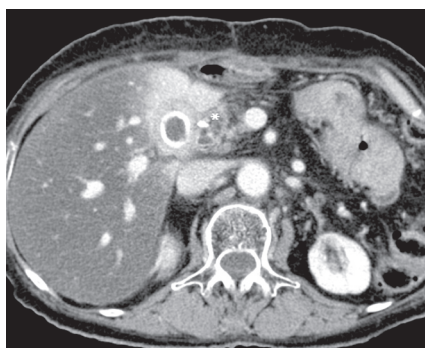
КТ органов брюшной полости больной Л. через 9 мес после лечения. Дальнейшее уменьшение размеров рецидивной опухоли (*) до 18×19 мм
